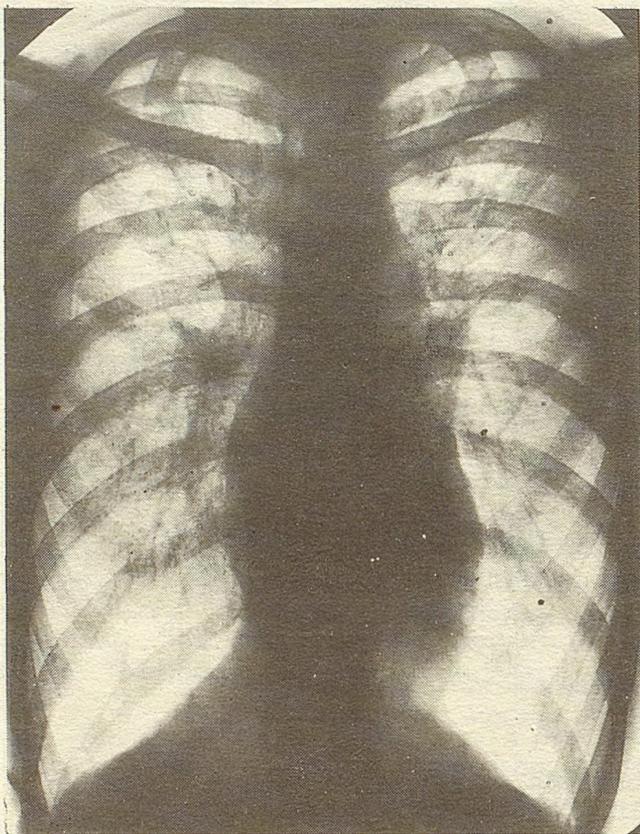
Передняя рентгенограмма больного Т.
